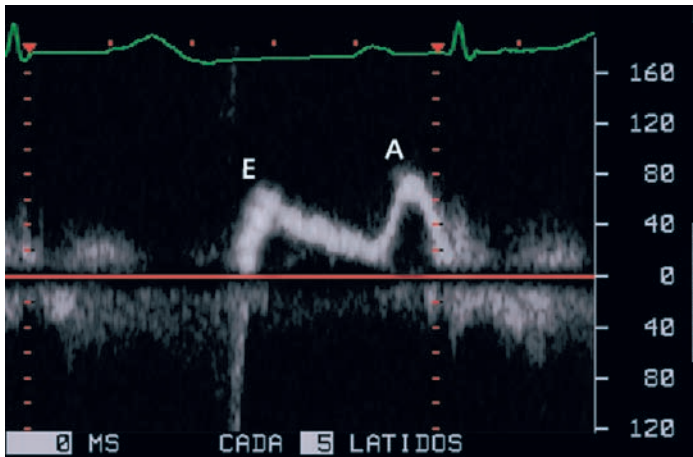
Llenado transmitral evaluado mediante técnica Doppler en un paciente anciano. Obsérvese una velocidad menor de la onda E respecto de la A y una deceleración lenta en la onda E.
